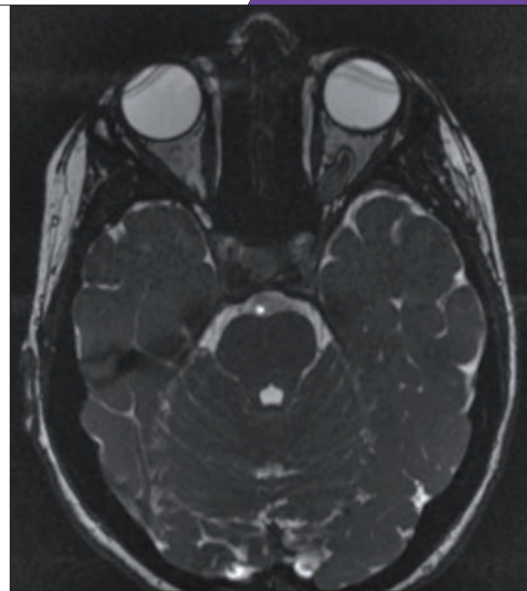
IRM cérébrale, découverte d'un gliome du nerf optique gauche dans le cadre du bilan d'une pâleur papillaire gauche (série personnelle).
